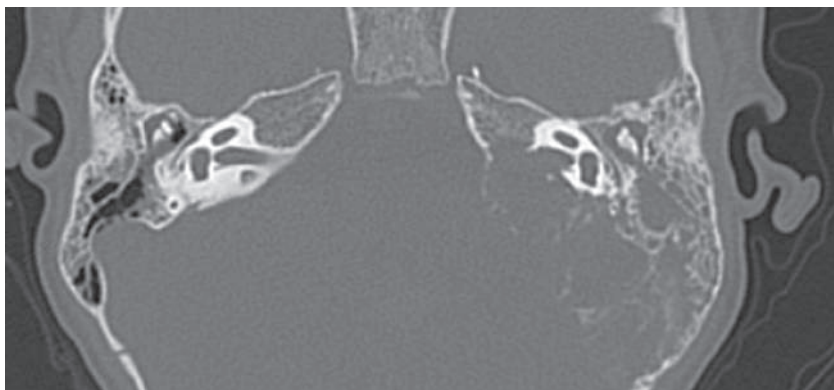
КТ лицевого черепа и височных костей от 16.03.23, аксиальная проекция
